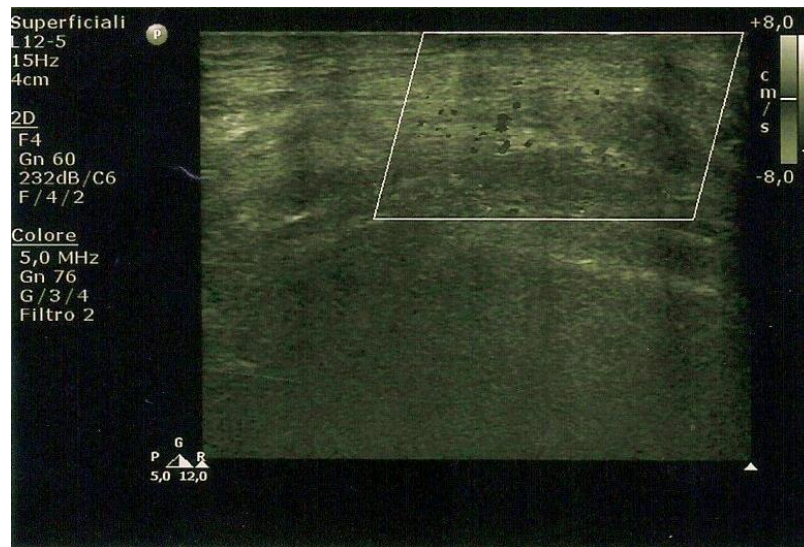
Ecografia doppler preoperatoria (V0)
